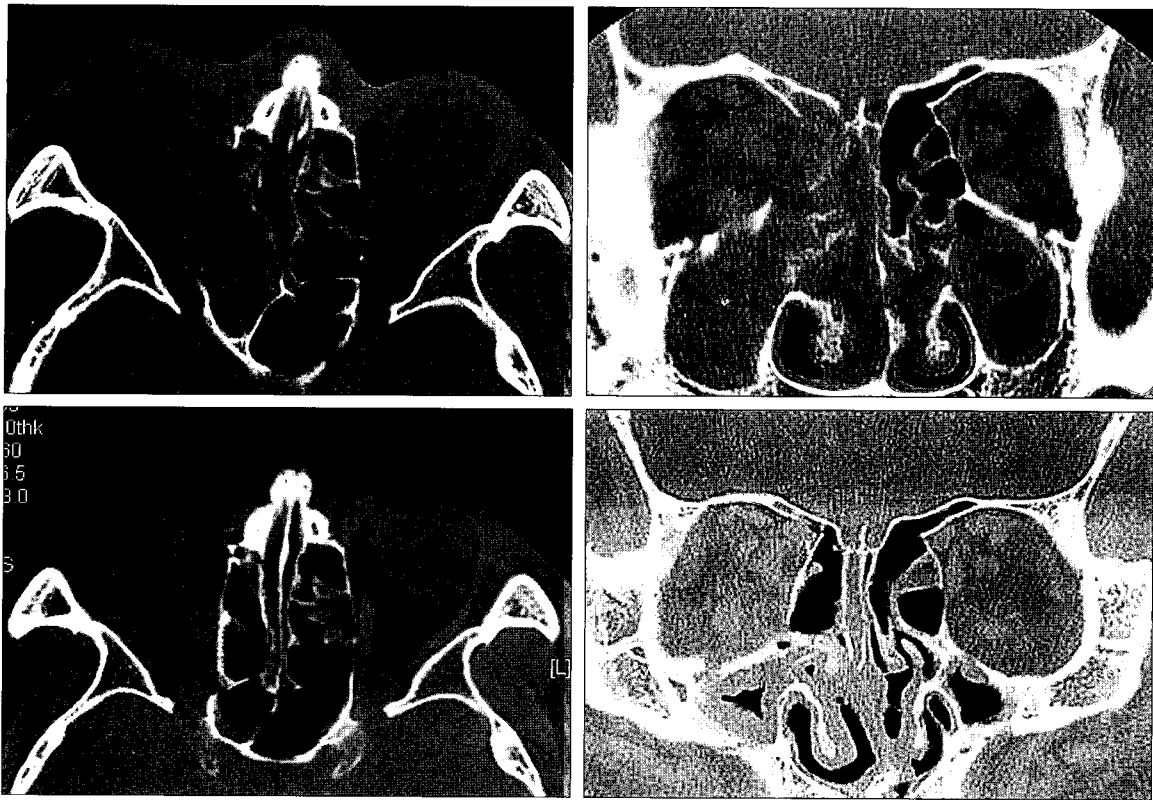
A true anatomical reconstruction of the left medial orbital wall. (Above) Preoperative CT planes. Postoperative CT planes show (Below, left) an excellent result on the axial section (Below, right) and the coronal section.
